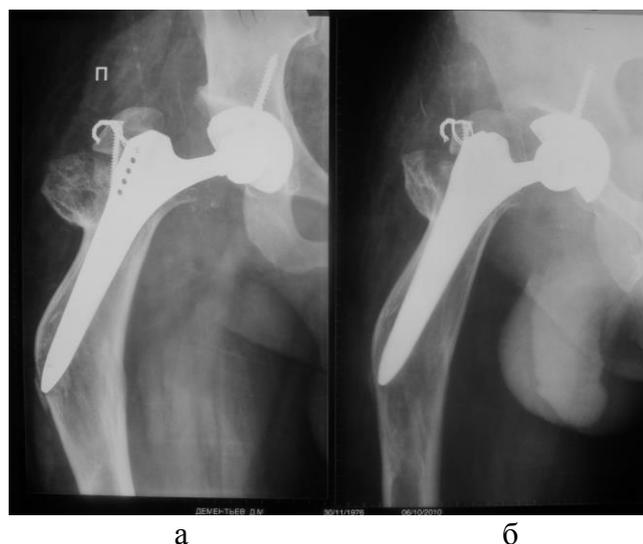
Рентгенограммы левого тазобедренного сустава в прямой (а) и боковой (б) проекциях больного Д., 33 года после установки эндопротеза тазобедренного сустава на первом этапе лечения.
